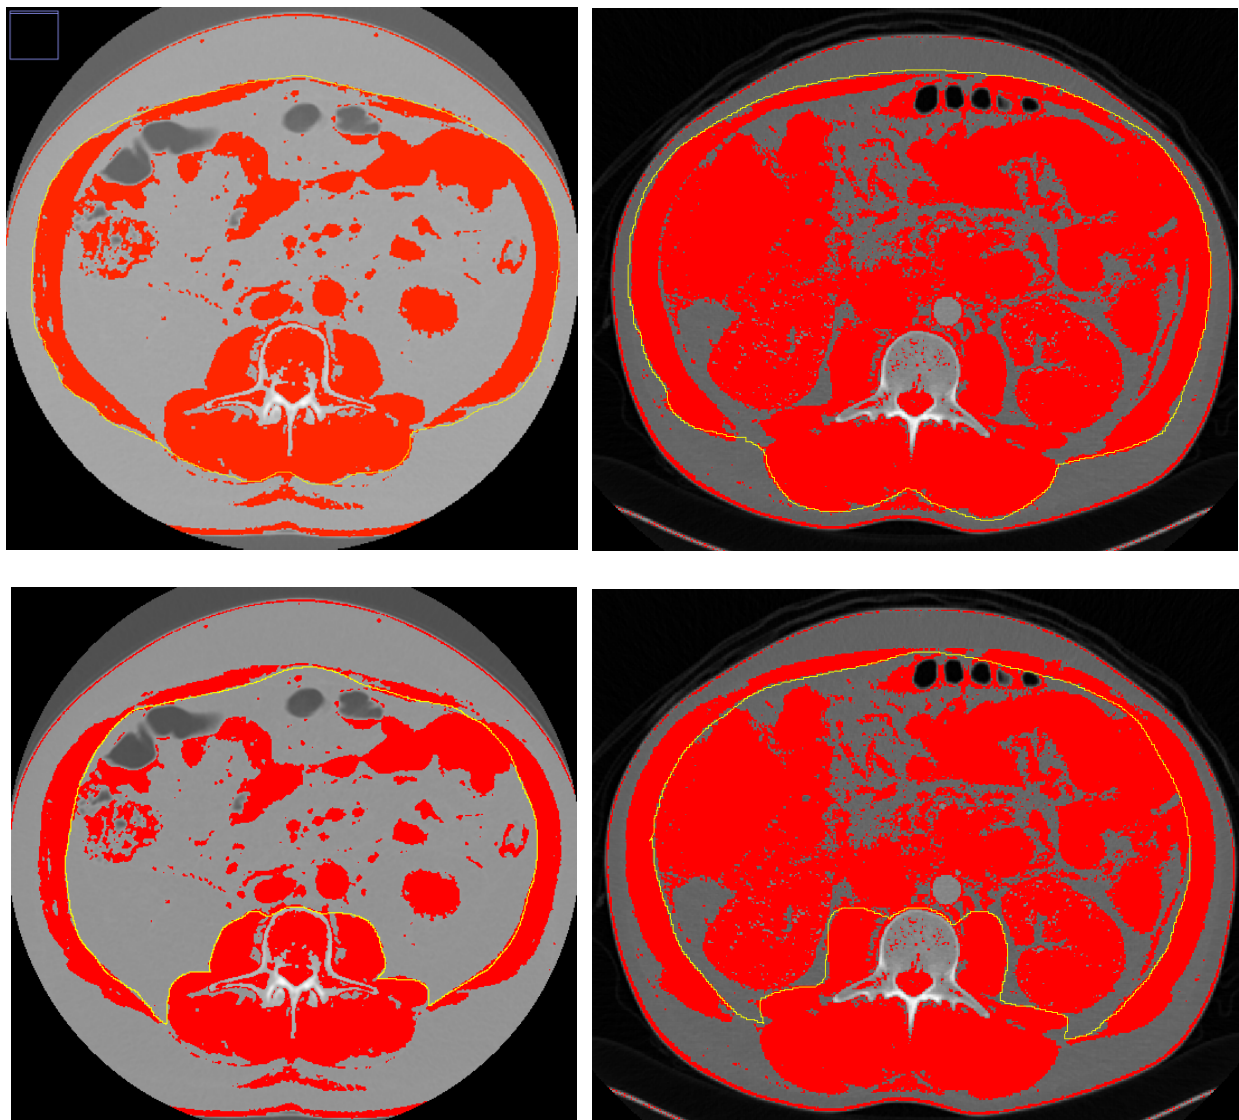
CT auf Höhe der 3. Lendenwirbels. Messung des äußeren Umfanges der Muskulatur (oben) Messung des inneren Umfanges der Muskulatur (unten) rechts jeweils ein Individuum ohne Sarkopenie, links jeweils ein Individuum mit Sarkopenie.
